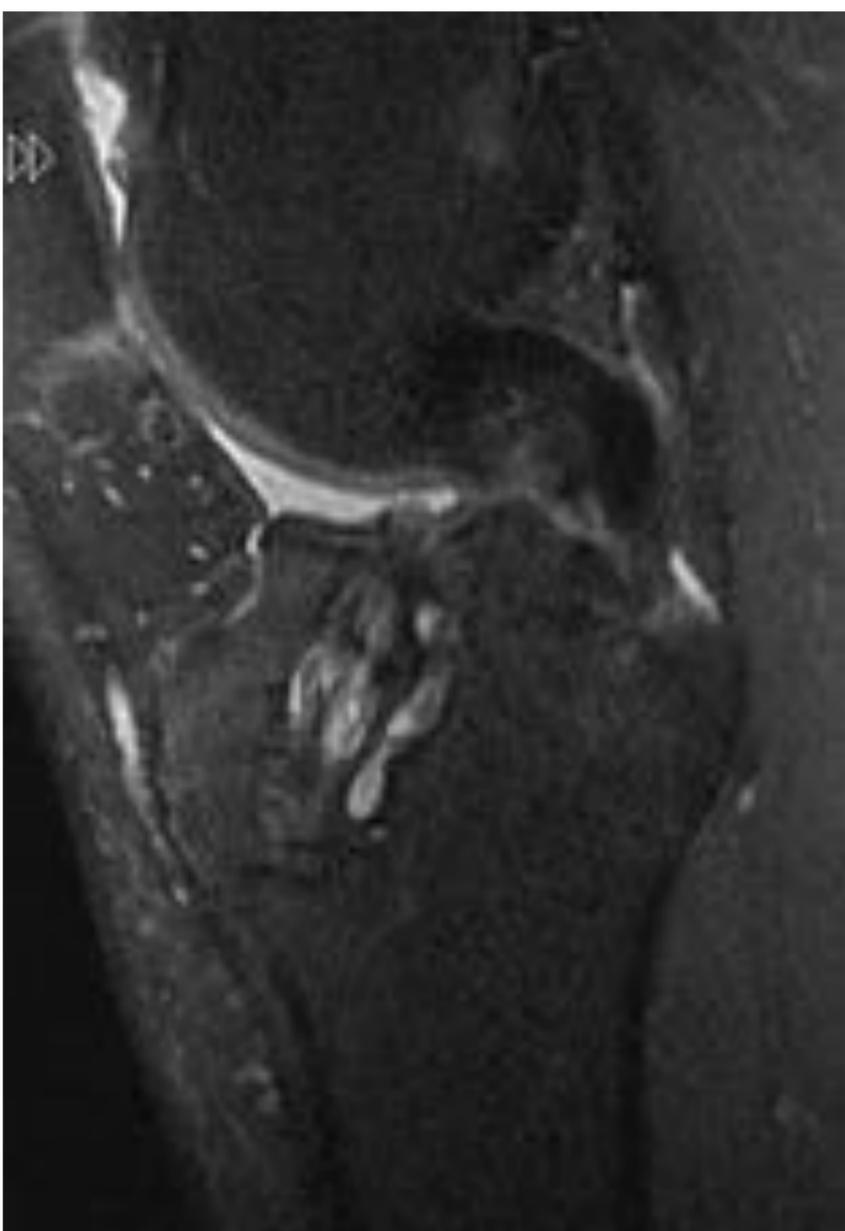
RM PostT nochplasty con nocht/condiloplastia externa donde persiste alteración de señal anterior en tercio distal de plastia conjuntamente a cambios de señal tras un año.
